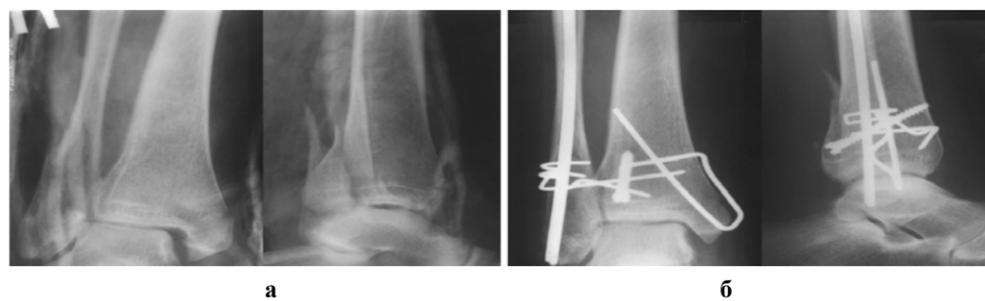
Фото рентгенограмм пациентки К., 38 лет, с трехлодыжечным пронационным переломом: а - после не эффективной закрытой репозиции; б - через 4 месяца после остеосинтеза
